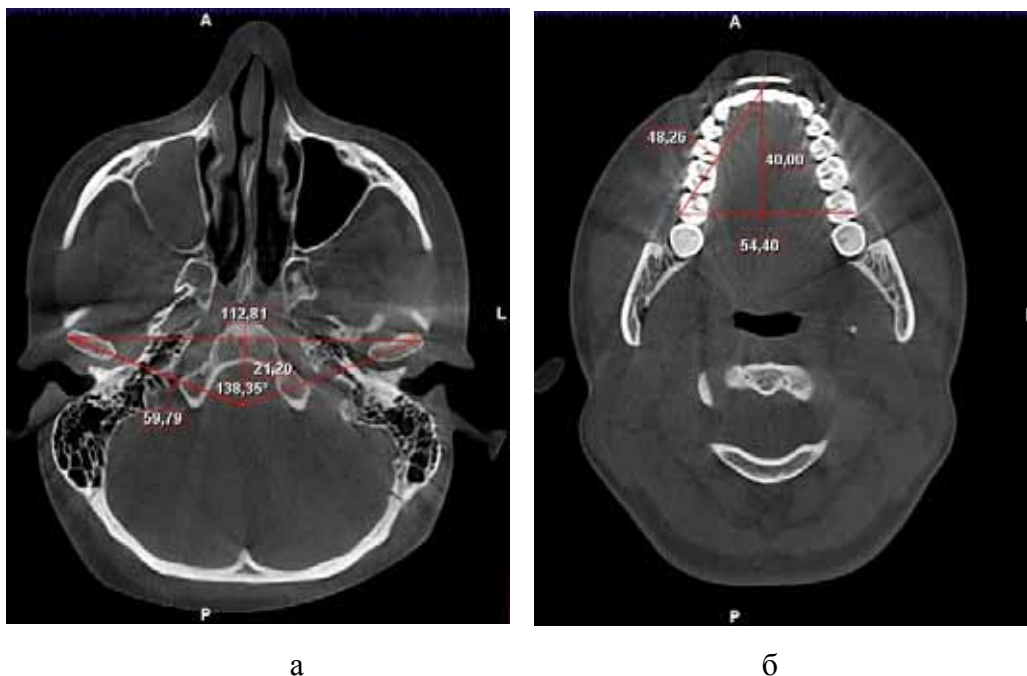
Компьютерные томограммы головы с линейными параметрами суставного треугольника (а) и нижней зубной дуги (б)
